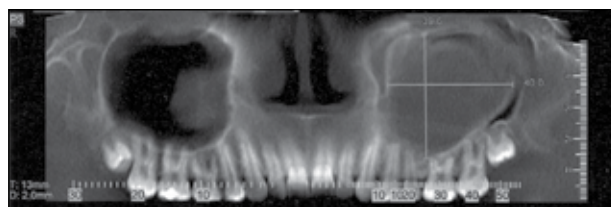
Tomografia Cone Beam: imagem panorâmica da lesão acometendo seio maxilar esquerdo
